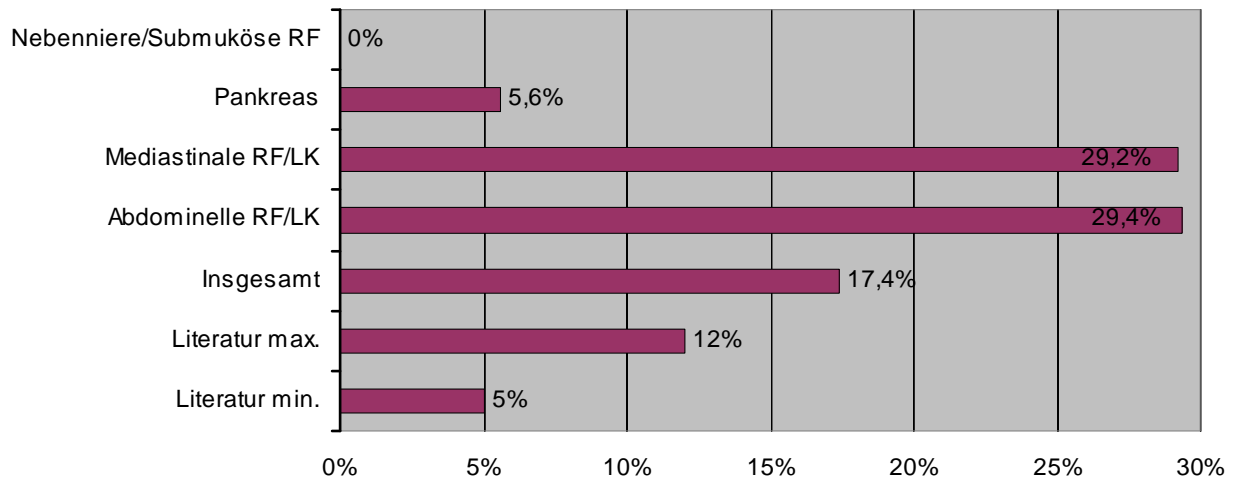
Nicht-diagnostisches Untersuchungsmaterial bei der endosonographischen Punktion. (Literaturwerte aus [18] und [177]).
